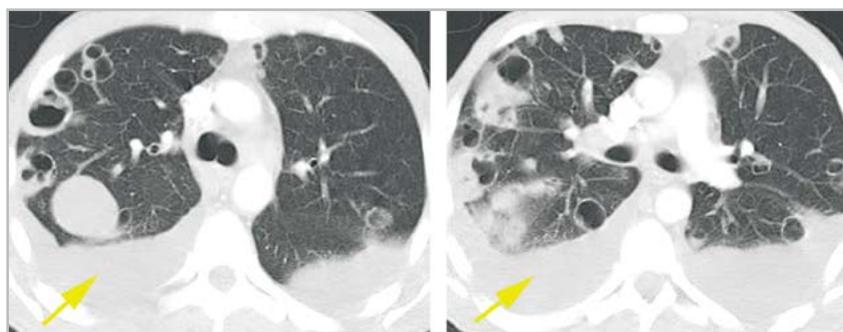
МСК-томограммы органов грудной полости больного А., 31 год, артериальная фаза контрастирования. Микст-патология легких: полисегментарная септическая пневмония (множественные абсцессы) и двусторонний гидроторакс (плеврит) (стрелки)
